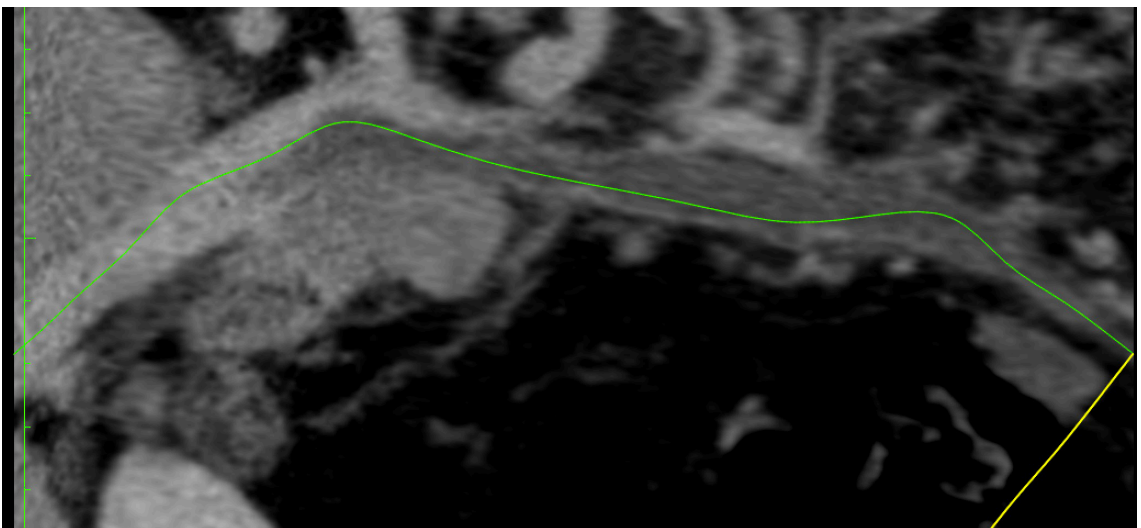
Angiotomografia computadorizada de abdome e pelve, com imagem sugestiva de falha de enchimento no interior das veias porta e mesentérica superior, compatíveis com a presença de trombos.
